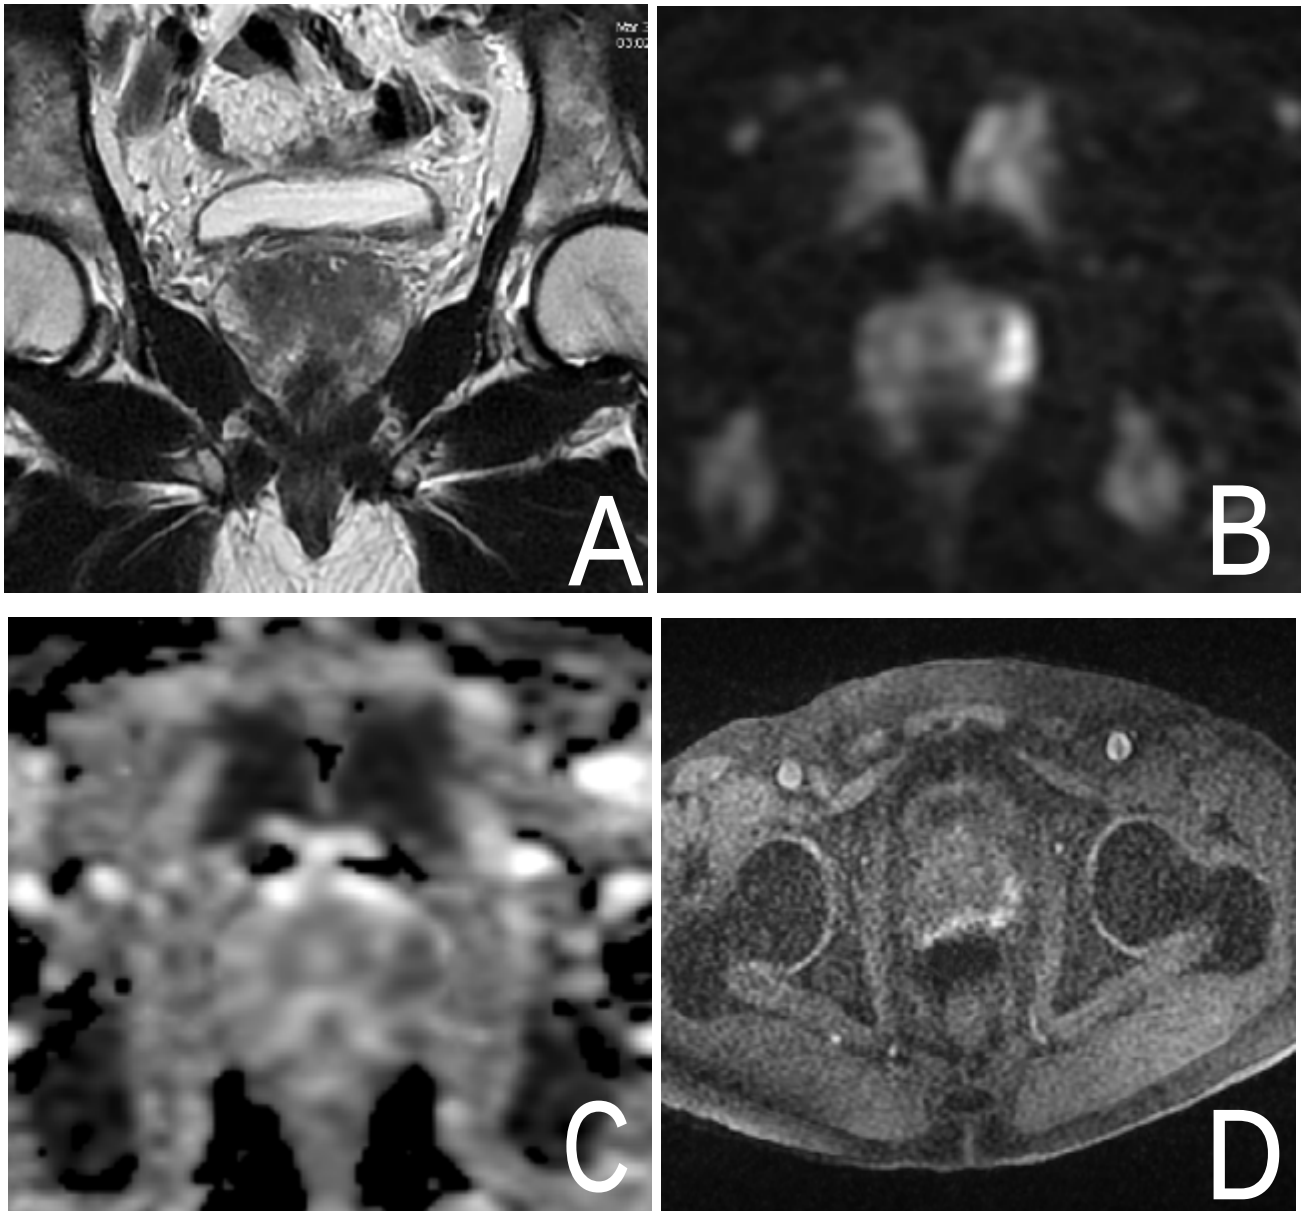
IRM Prostatique en coupe coronale (A) et axiales (B,C,D) montrant un nodule de la zone périphérique gauche.
